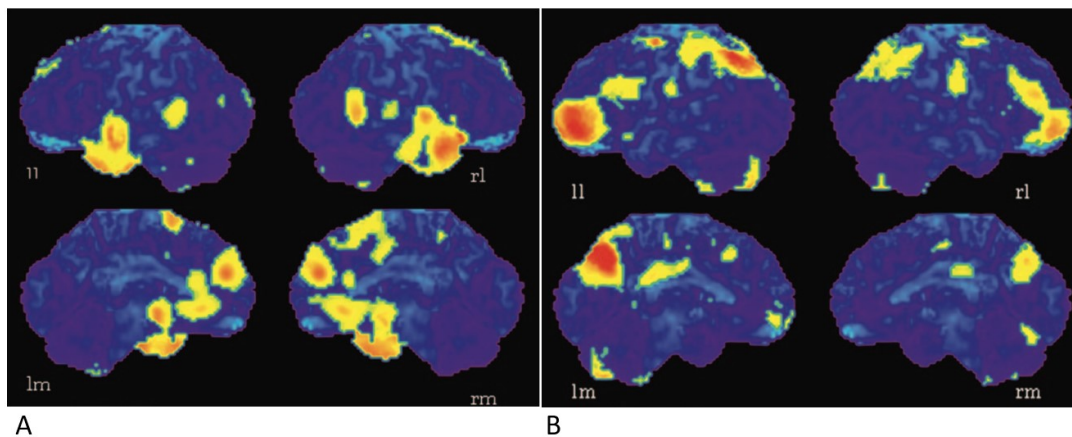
tomografia a emissione di positroni nel gruppo positivo (a) e negativo (b). [14]
